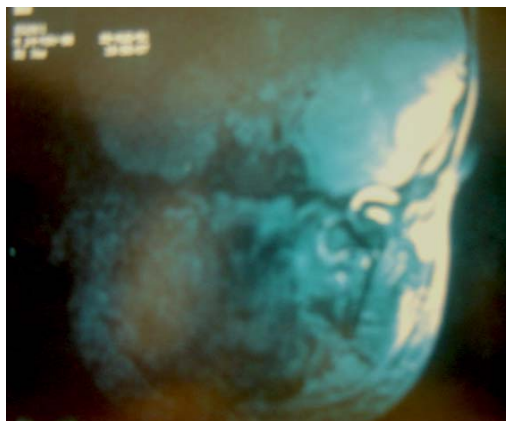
Imagen de una RM<sup>(12)</sup>
